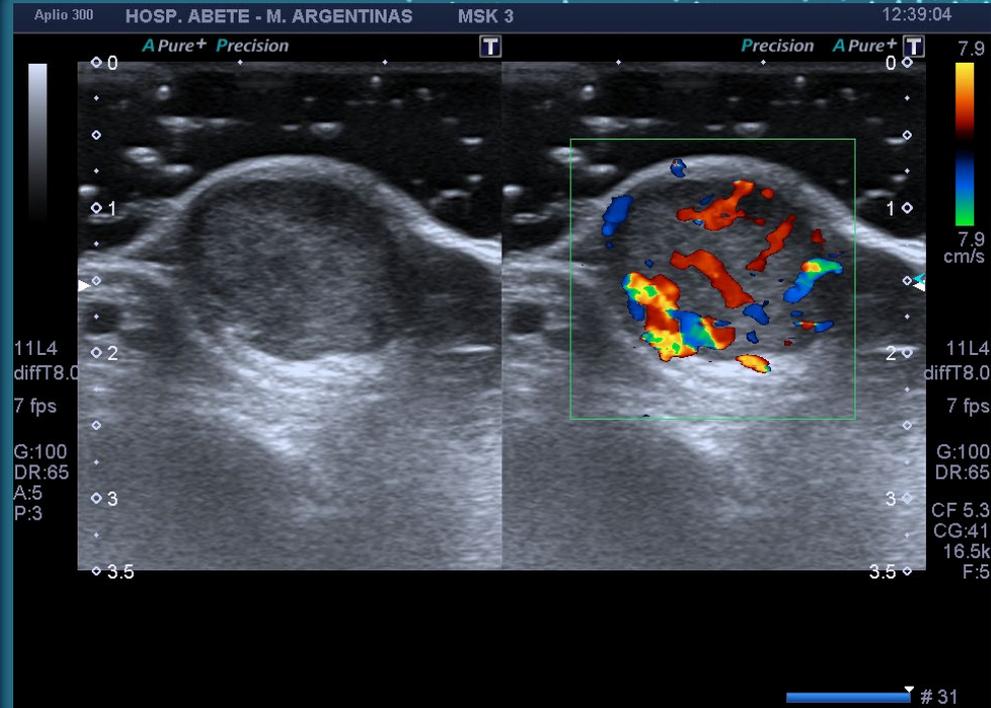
Ecografía de la zona de interés muestra nódulo hipoecoico de bordes que mide 14 x 14 mm (L X AP) con abundante vascularización periférica e intranodular, los vasos provienen del plano posterior y se extienden hasta 4mm de profundidad por detrás de la misma.
